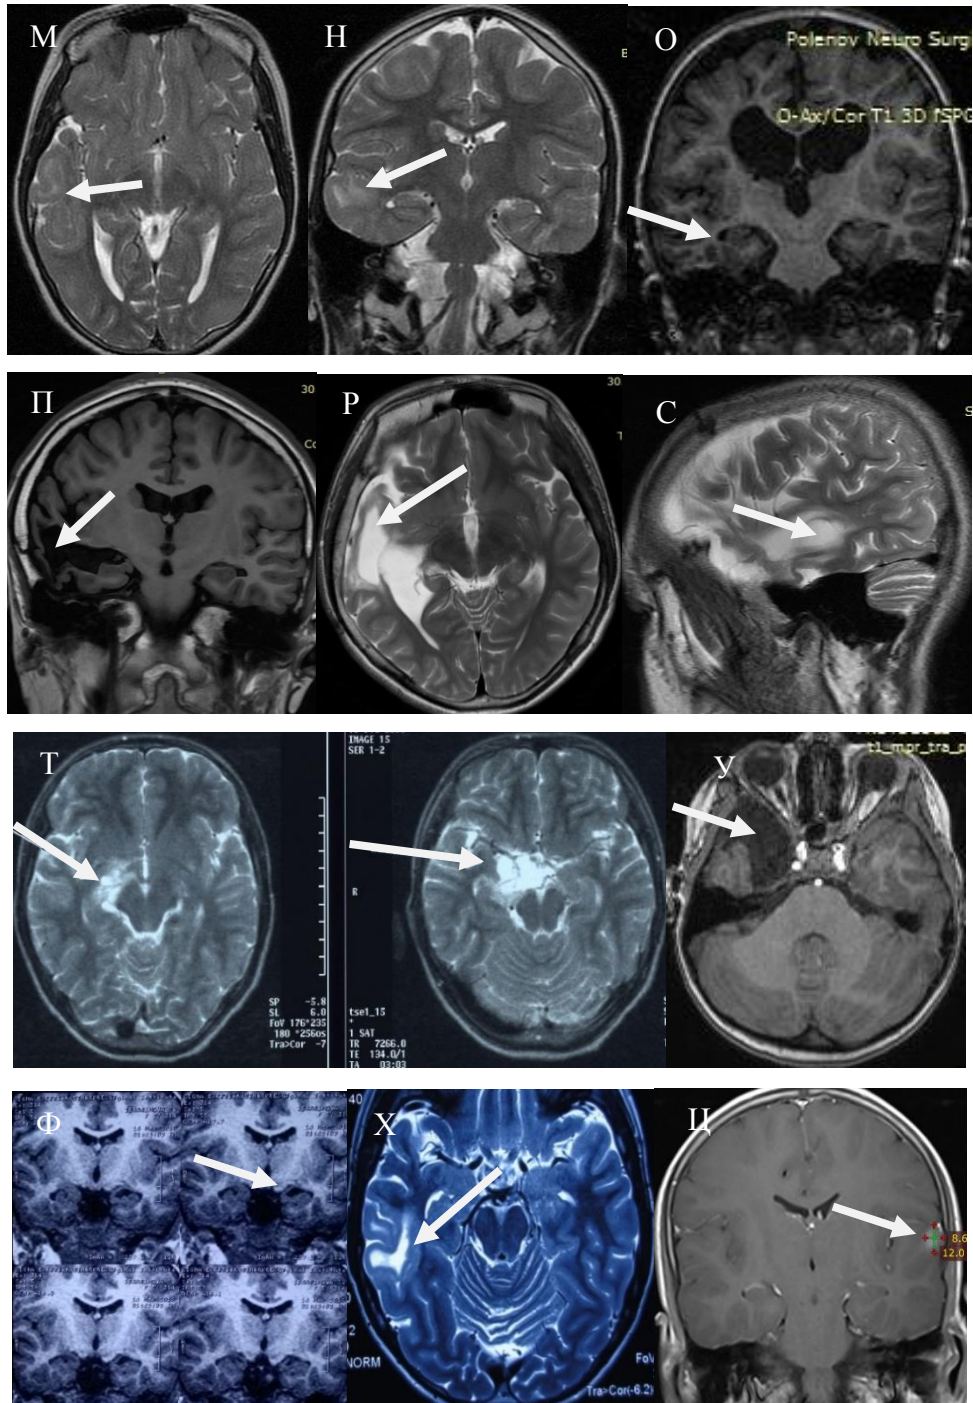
(М-Ц) — МРТ 3Тл. Больная Д., 5 лет (М,Н). Ист. б. № 1441-10. МРТ 1,5 Тл. Туберозный склероз. Больная С., 5 лет (О). Ист. б. № 1653-14. На МРТ 3Тл склероз левого гиппокампа. Больной Б. 14 лет (П-С). Ист. б. № 1788-09. Кистозно-атрофические изменения правой височной доли. Больной Петров 13 лет (Т). Ист. б. № 3059-09. Посттравматическая киста правого гиппокампа на МРТ 1,5 Тл. Больная С., 9 лет (У). Ист. б. № 1546-14. Арахноидальная киста правой височной доли. Больная И., 13 лет (Ф). Ист. б. № 852-13 Гиппокампальный склероз. Больной И., 16 лет (Х). Ист. б. № 1791-13. ФКД Шв правой височной доли. Больной З. 17 лет (Ц). Ист. б. № 1982-10 ДНЭО левой височной доли.
